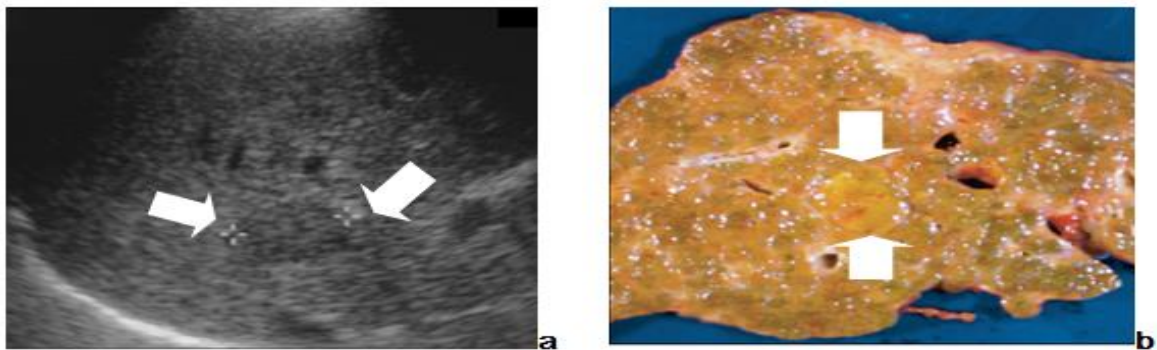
a) Imagen de ecografía en la que se observa (entre las flechas) una lesión hepática hipoecoica de 2 cm que corresponde a un carcinoma hepatocelular, previo a la realización de un trasplante hepático. b) Sección transversal del explante hepático. Entre las flechas se observa el carcinoma hepatocelular detectado mediante ecografía en la figura a. Tomado de Bennet et al.⁷⁵
